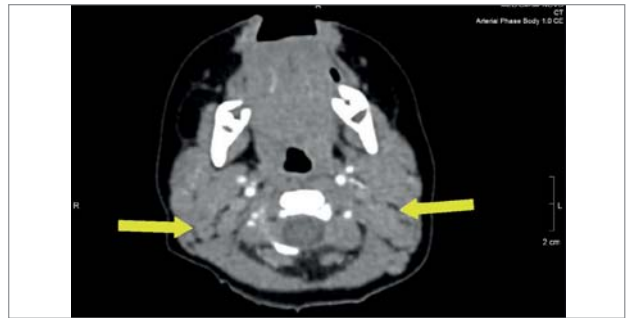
Комп'ютерна томографія: шийна лімфаденопатія
